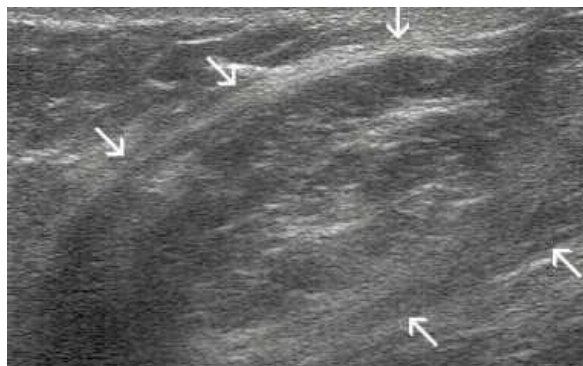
Na sonogramie na dwóch przekrojach ujęto przepuklinę udową prawą utworzoną przez tłuszcz wewnątrzbrzuszny
